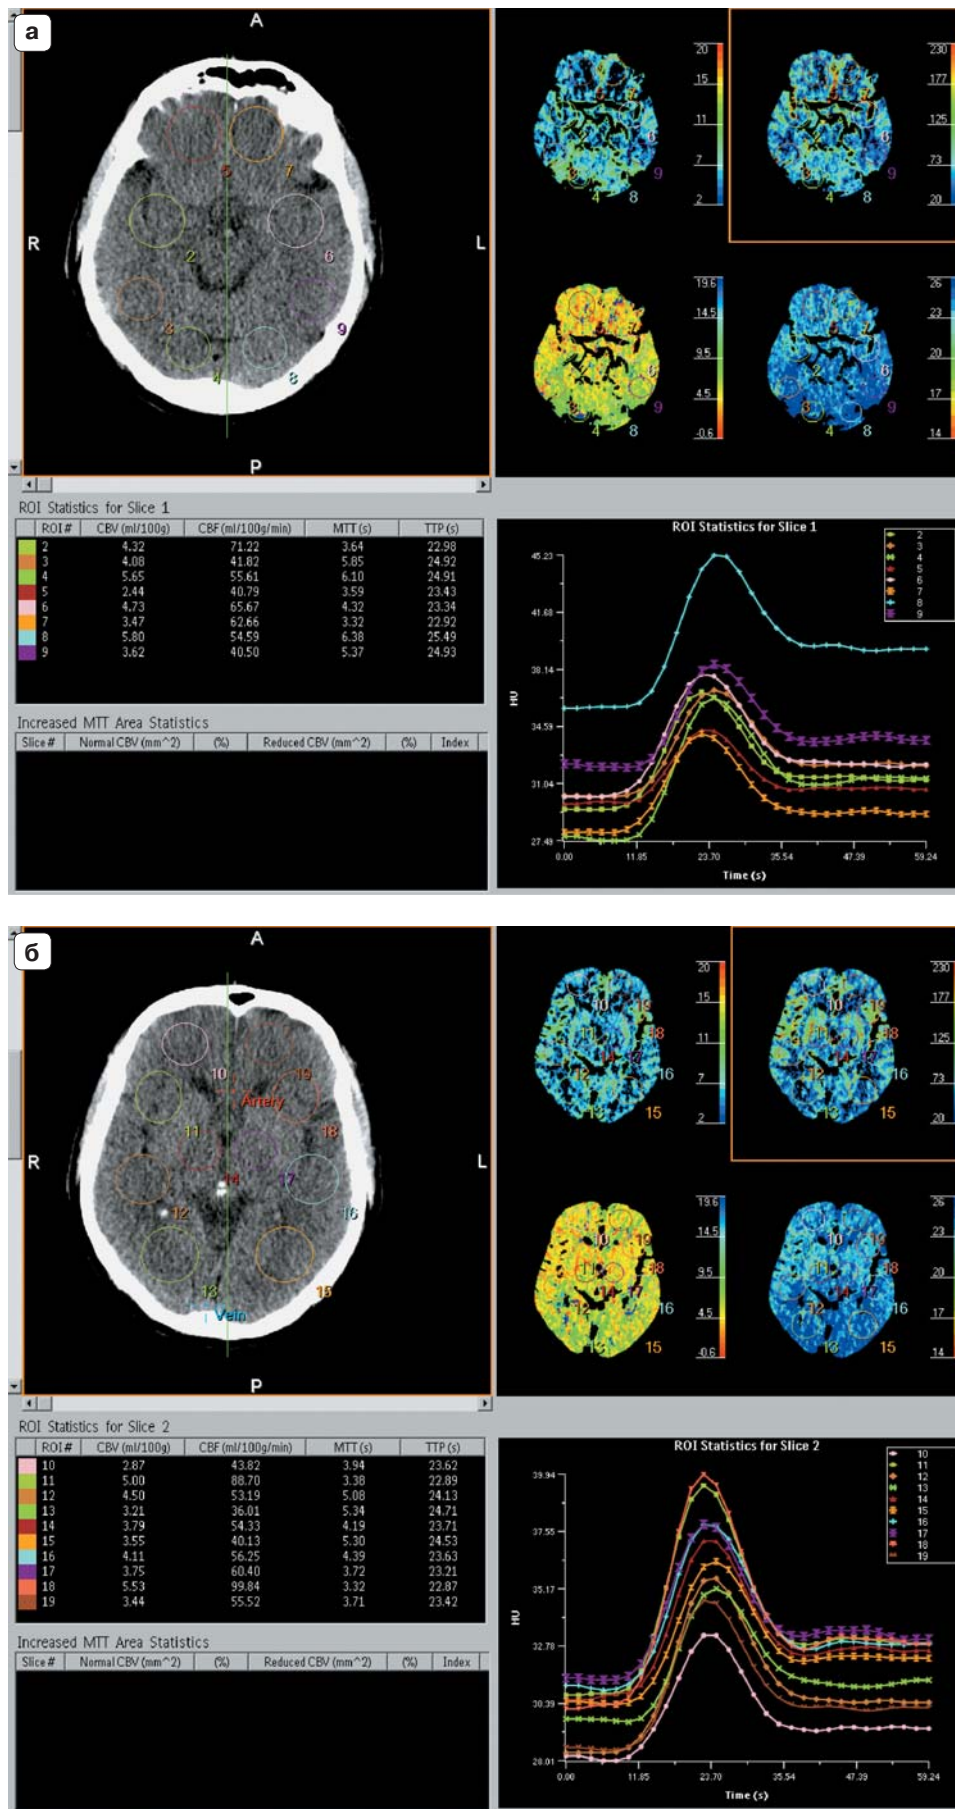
Перфузия мозга.
